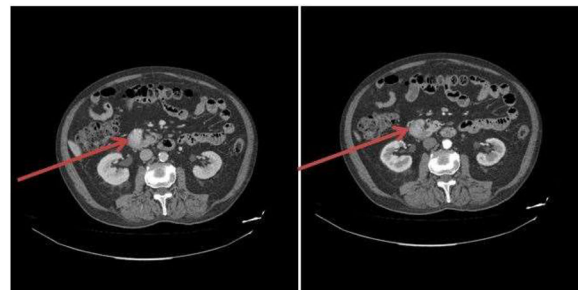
TAC con tumoración en segunda porción duodenal.
